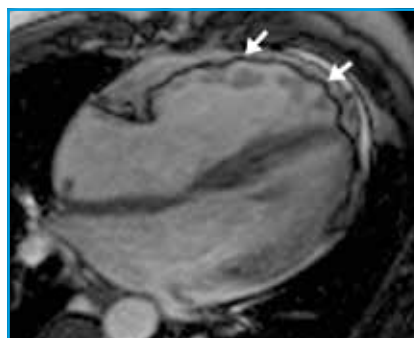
Dysplasie ventriculaire droite arythmogène chez un patient de 38 ans, admis pour TV. Séquences de ciné-IRM en 4 cavités montrant un ventricule droit dilaté (et en dysfonction) avec troubles de la cinétique segmentaire et déformations en systole (flèches) au niveau de la paroi latérale.
